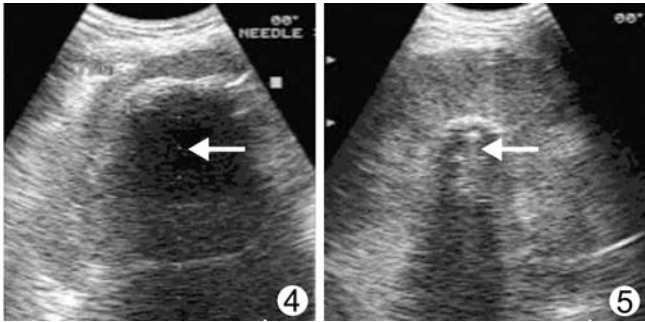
与图3同一病人,三根探针同时治疗结束前,冰球融合成大片状低回声区(箭头) 图5 与图3为同一患者,复温中的横断面,超声所见的弧形强回声光带减弱、声影变淡
